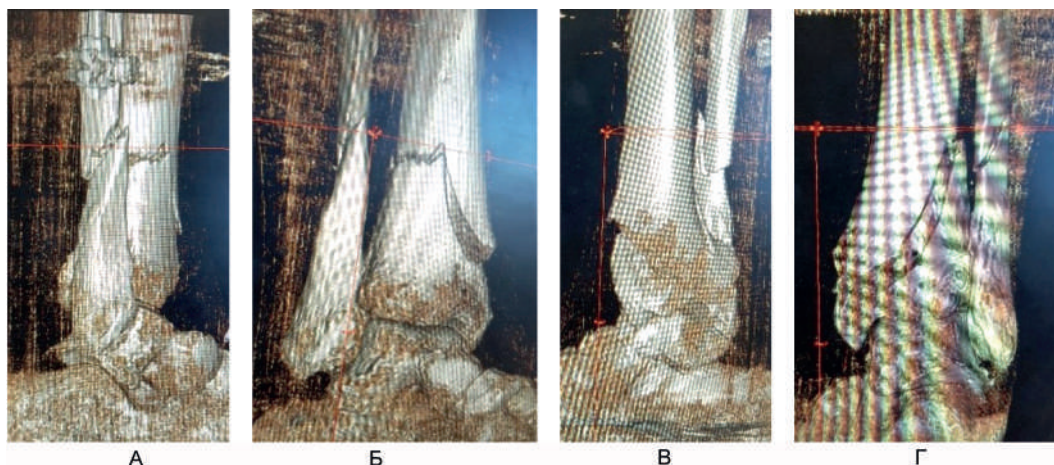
3D реконструкция по данным компьютерной томографии для уточнения характера сложного внутрисуставного перелома нижней $\frac{1}{3}$ костей голени. А – вид с латеральной стороны; Б – вид спереди; В – вид с медиальной стороны; Г – вид сзади.
